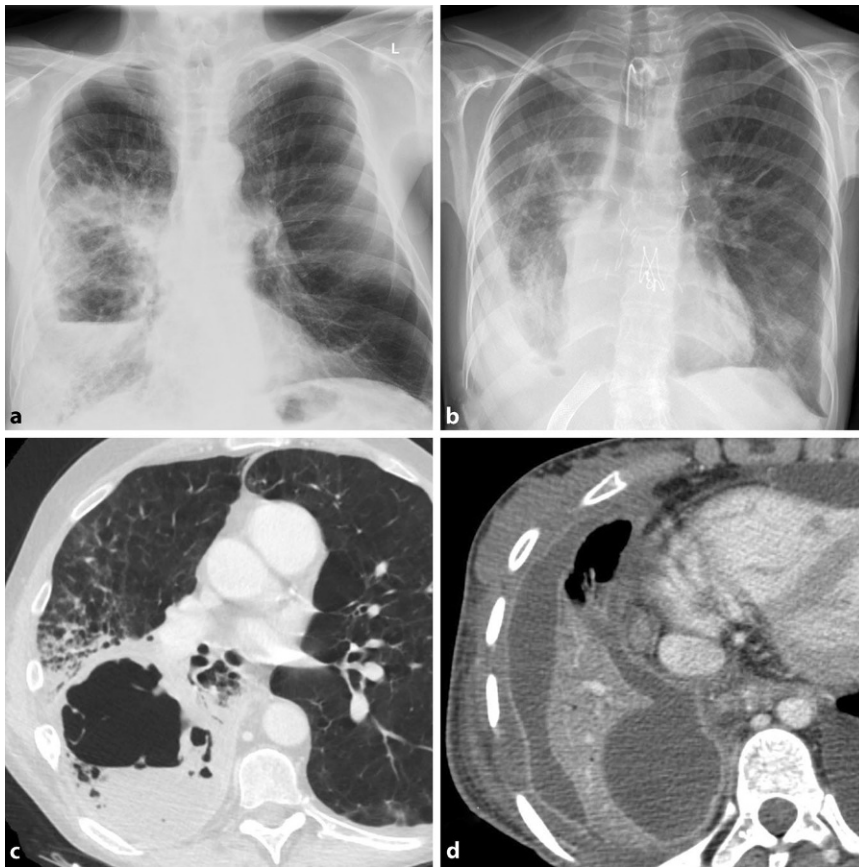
▲ Komplikationen. Typische Komplikationen bei Pneumonie sind der pulmonale Abszess und das Pleuraempyem. Bei pulmonalem Abszess entsteht innerhalb des Lungenparenchyms eine Einschmelzung. Im Röntgenbild (a) kann, muss aber nicht, ein Luft-Flüssigkeits-Spiegel sichtbar sein. In der Computertomographie (CT; c) zeigt sich innerhalb des Lungenparenchyms eine flüssigkeitsgefüllte Abszesshöhle mit dicker kontrastmittelauffängeriger Wand und möglichen Lufteinschlüssen. Das Pleuraempyem imponiert im Röntgenbild (b) als lobulierter oder abgekapselter Erguss, der zusätzlich Lufteinschlüsse aufweisen kann. In der CT (d) zeigen sich zusätzlich ein empyemtypisches pleurales Kontrastmittelenhancement und eine pleurale Verdickung
